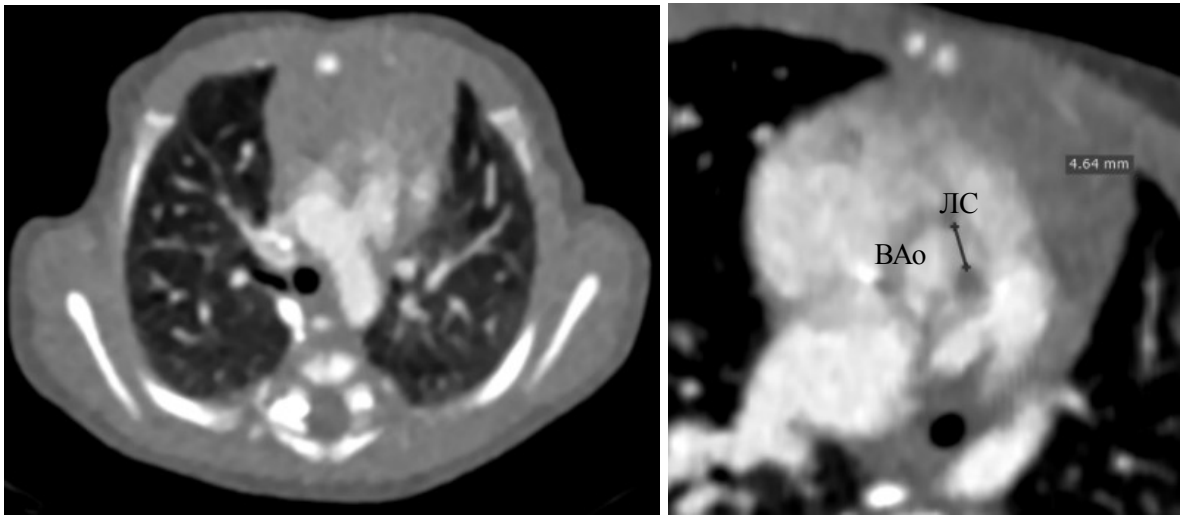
Ребенок С., 12-й день жизни; 004SIA. На КТ-ангиокардиограмме в аксиальной плоскости сложно определить характер отхождения легочных артерий от общего артериального ствола. По данным анализа в аксиальной плоскости «правая и левая легочная артерии отходят от
